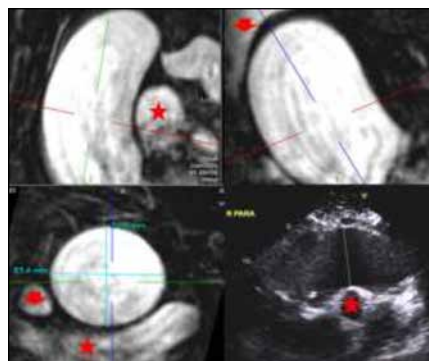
Angiotomografia ou angiorressonância magnética de tórax.
